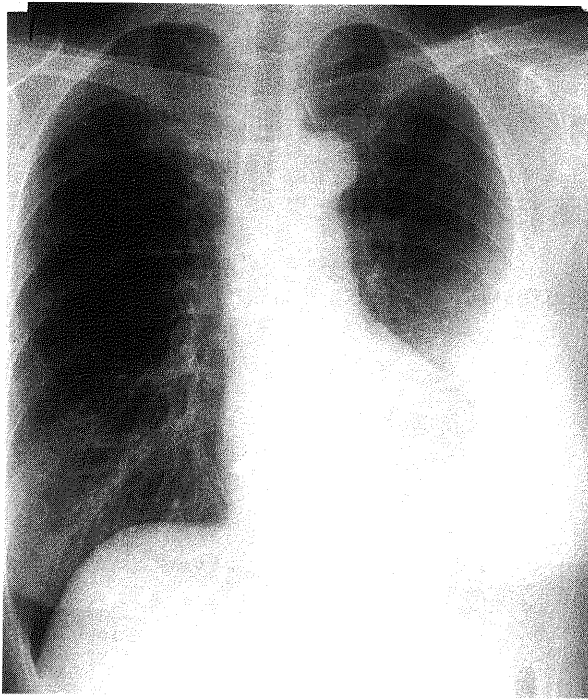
入院時胸部単純X線検査。左肋骨横膈膜角部に陳旧性胸膜炎による陰影がある。この陰影は5、6年近医で経過観察されているが変化はなかった。肺野に結核病変はない。
